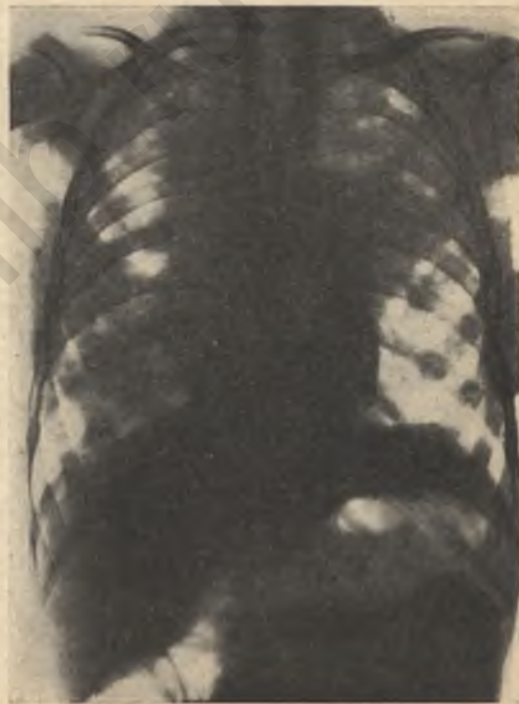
Рентгенограмма при казеозно-язвенной пневмонии с диссеминацией у ребенка 2 лет.
